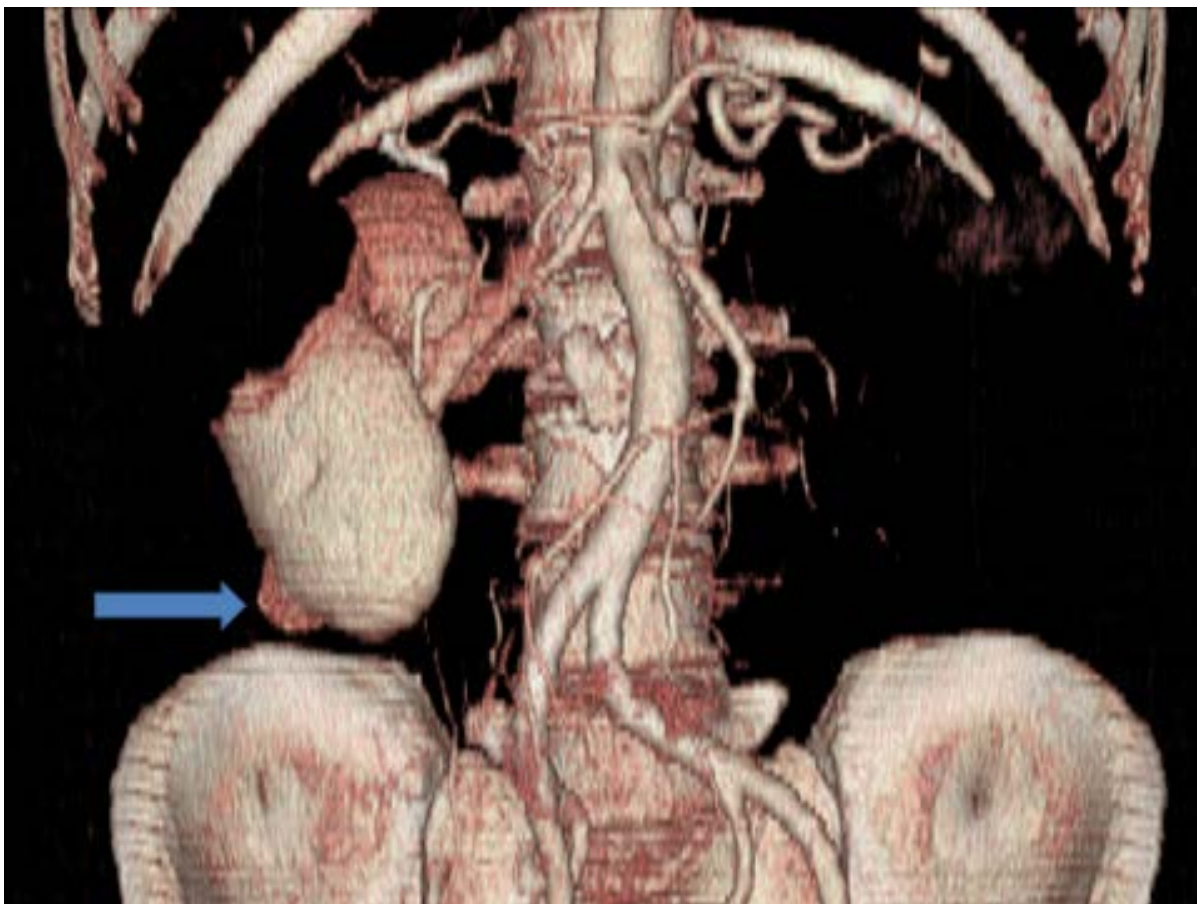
Dvoufázová CT angiografie ledvin – rekonstrukce parenchymové fáze (označována též jako venózní)
